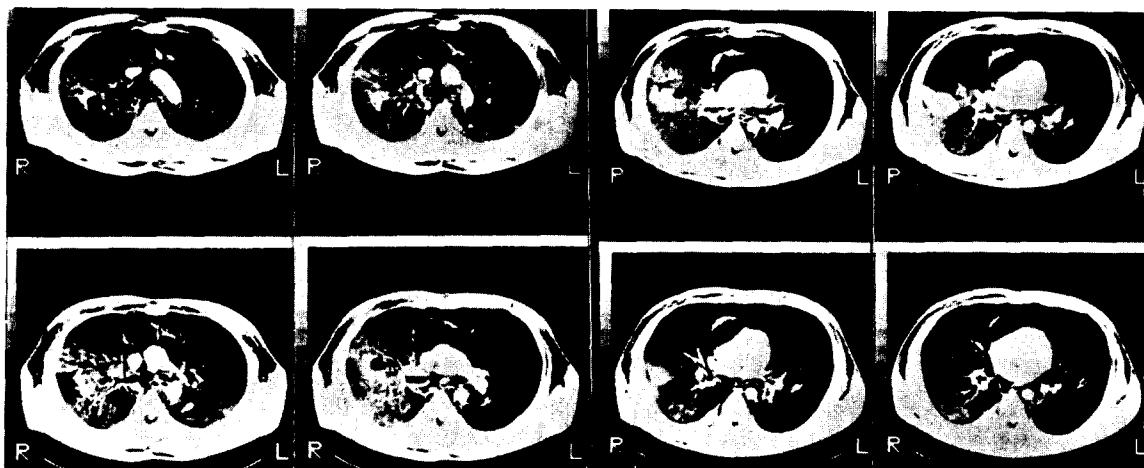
The Chest CT revealed suspicious tracheal rupture at the portion of carina.
